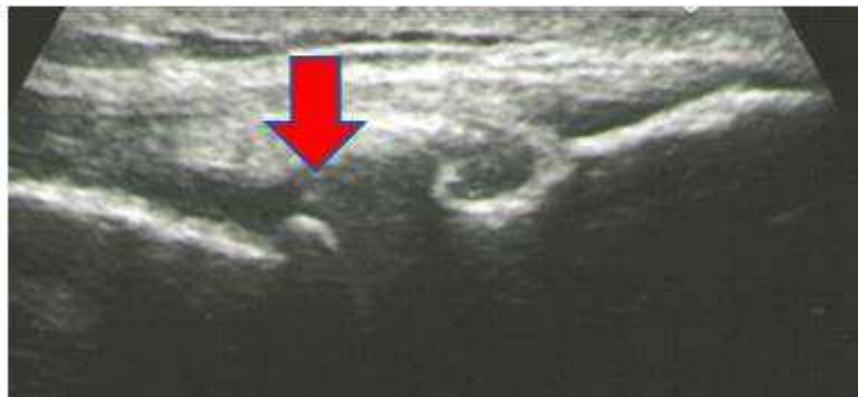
Уменьшение объема экструзии мениска и регресс явлений подсвязочного бурсита при гипертрофическом варианте ОА через 12 недель от начала локальной терапии *Сфера<sup>®</sup>ГЕЛЬ MEDIUM*.
